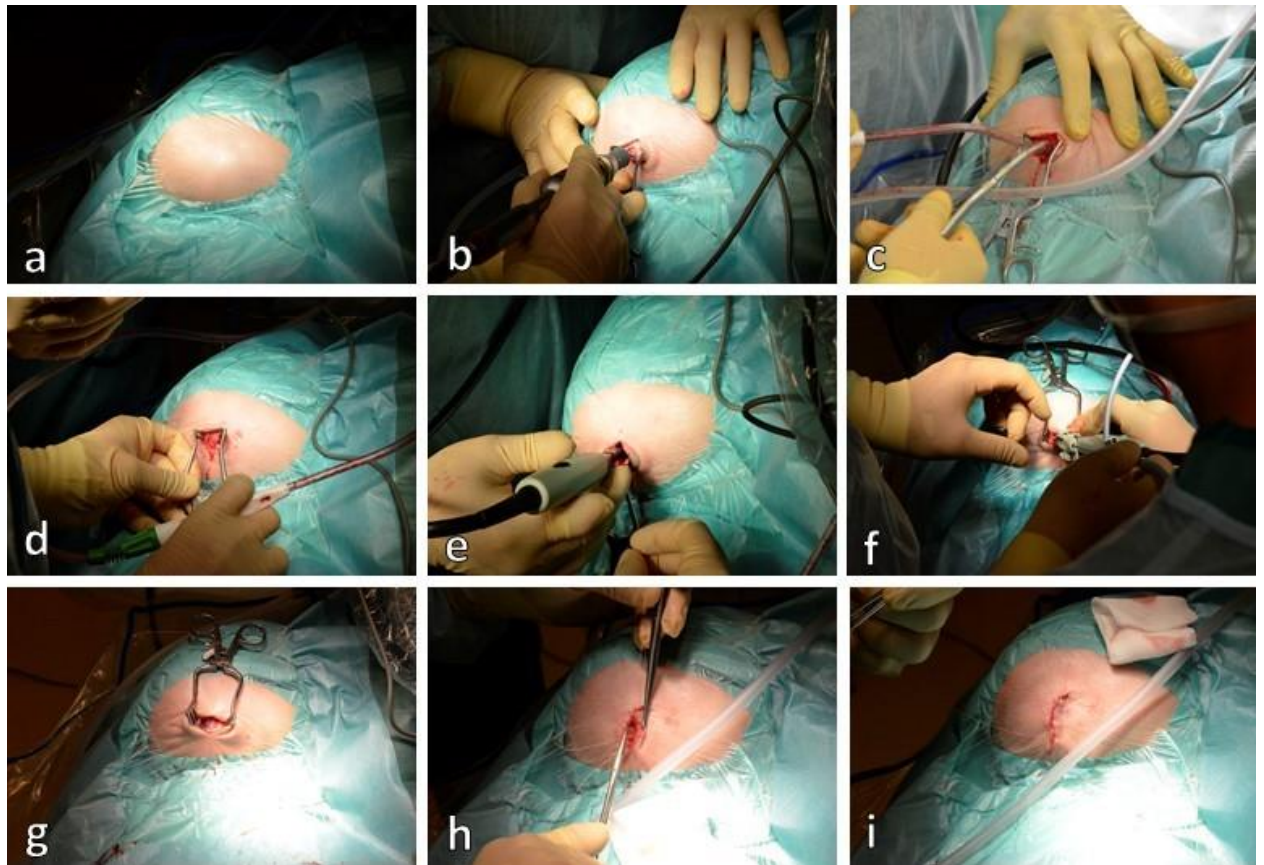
Доступ через стандартное трепанационное отверстие. a- укладка пациента, подготовка операционного поля; b- разрез мягких тканей, наложение стандартного трепанационного отверстия; c- расширение трепанационного с помощью кусачек; d- общий вид расширенного стандартного трепанационного отверстия; e- ультразвуковой контроль; f- выполнение эндоскопической операции под контролем УЗИ; g- эндоскопический инструментарий извлечен; h- закрытие раны; i- внутрикожный шов
